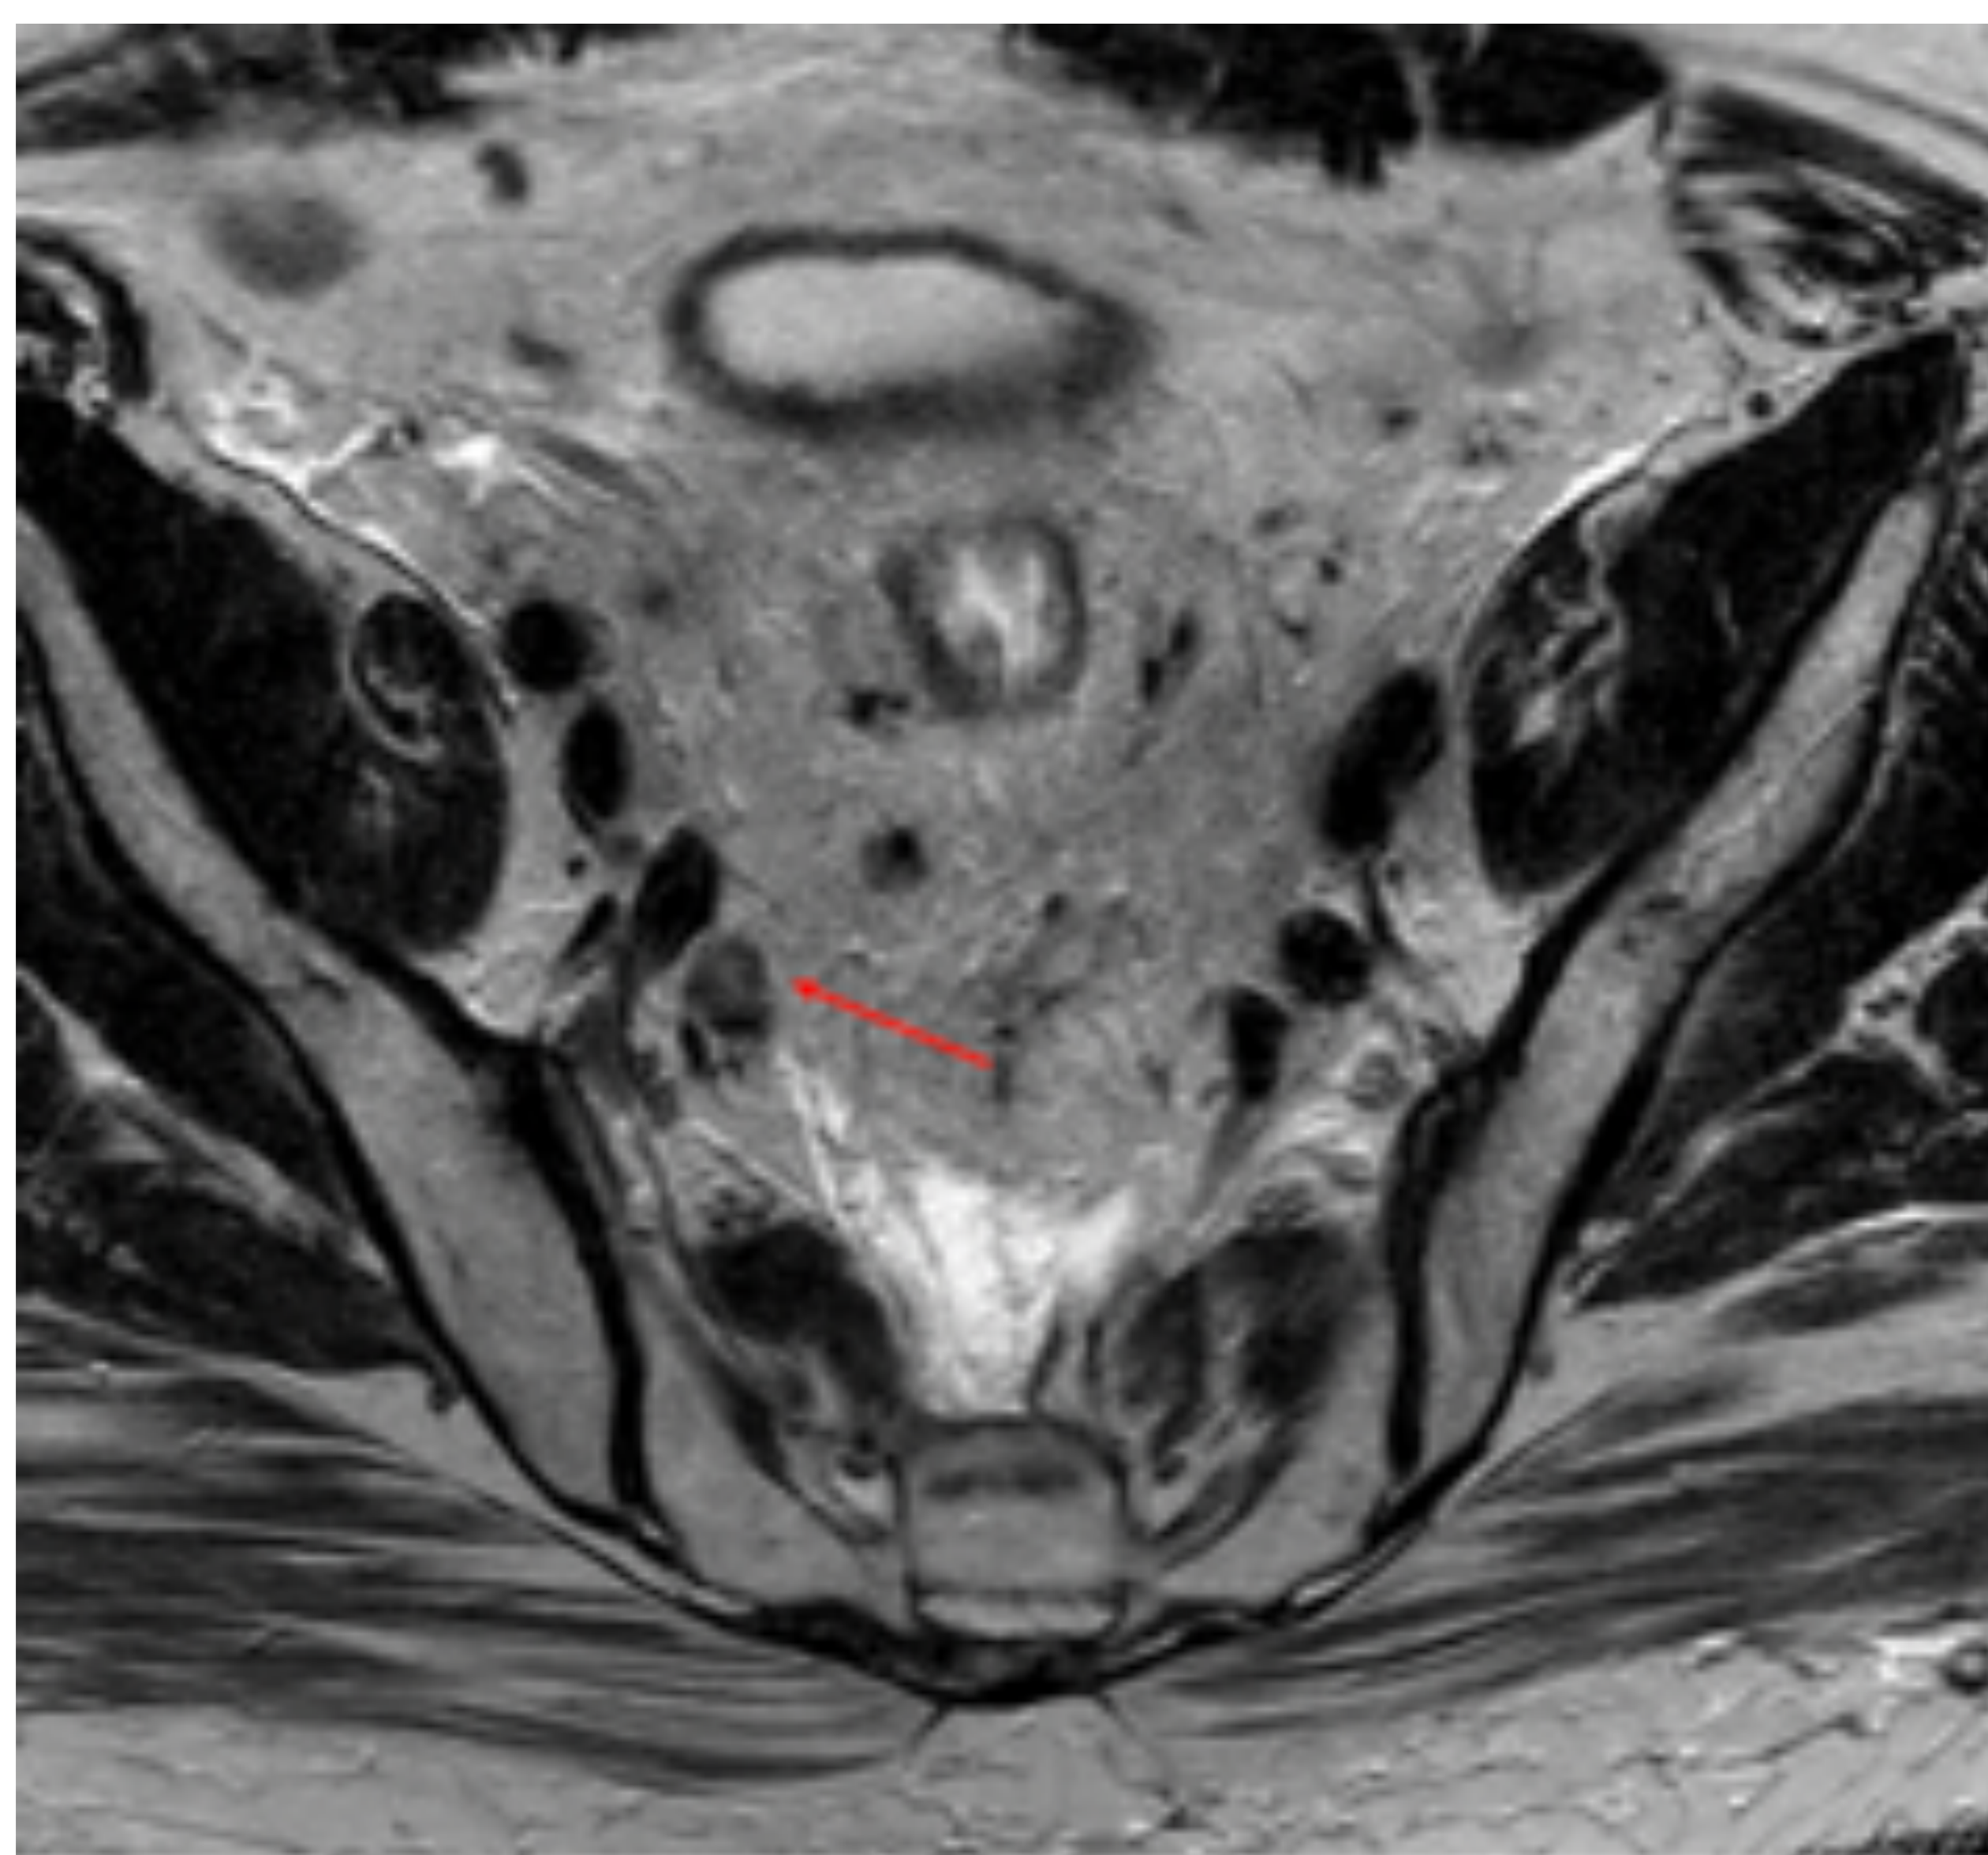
Adenopatía iliaca interna derecha. RM pélvica, corte axial T2. Paciente de 60 años con tumor en recto medio (no mostrado). Se visualiza adenopatía heterogénea de 11 mm en cadena iliaca interna derecha (flecha roja).
